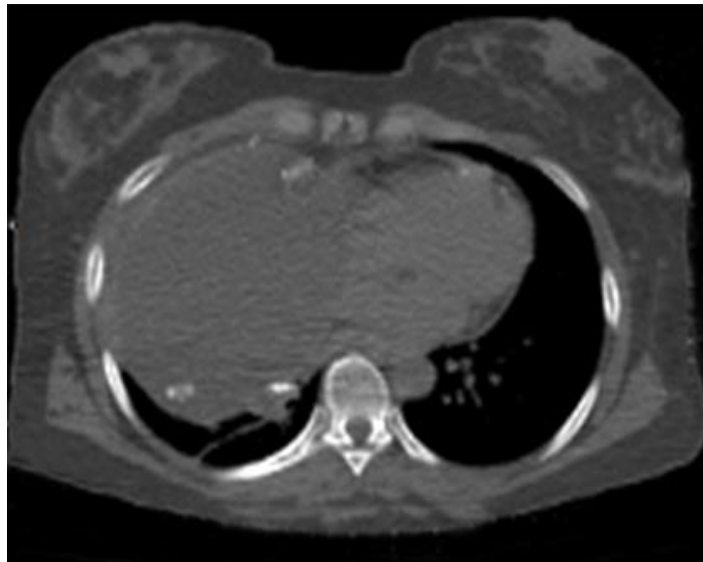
TAC. Corte axial. Obsérvese la ocupación de la mayor parte del hemitórax derecho por una imagen quística con calcificaciones en su interior, correspondiente a un teratoma benigno.
